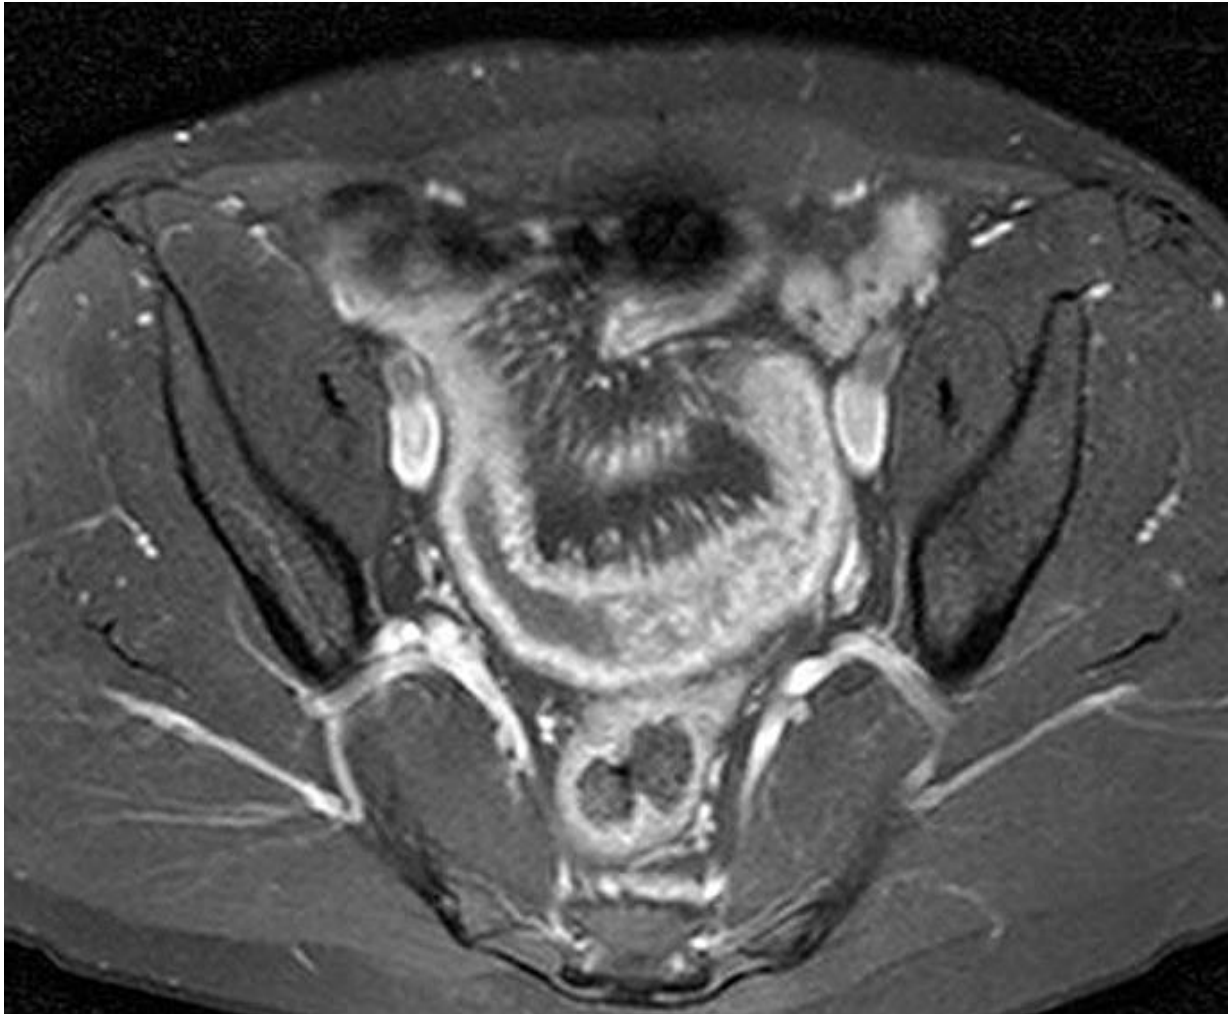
Séquence d'entéro-IRM montrant un épaississement pariétal diffus visualisé en hyper signal
